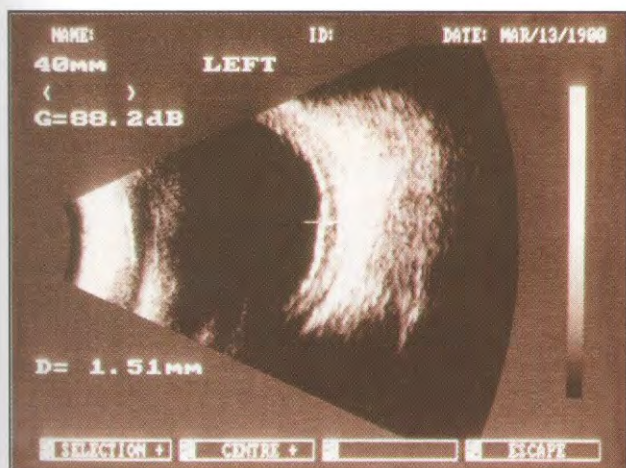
Ecografia B do pós-operatório mostrando aplanamento da retina e diminuição da espessura da coróide com relação ao exame do pré-operatório.
